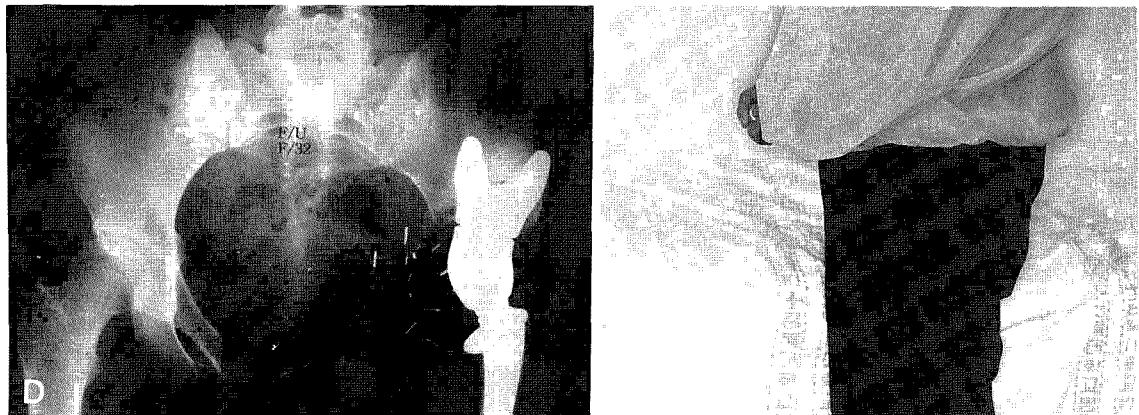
D. 17 month-follow up radiograph showed hyper trophied iliac wing and well maintained Saddle prosthesis
